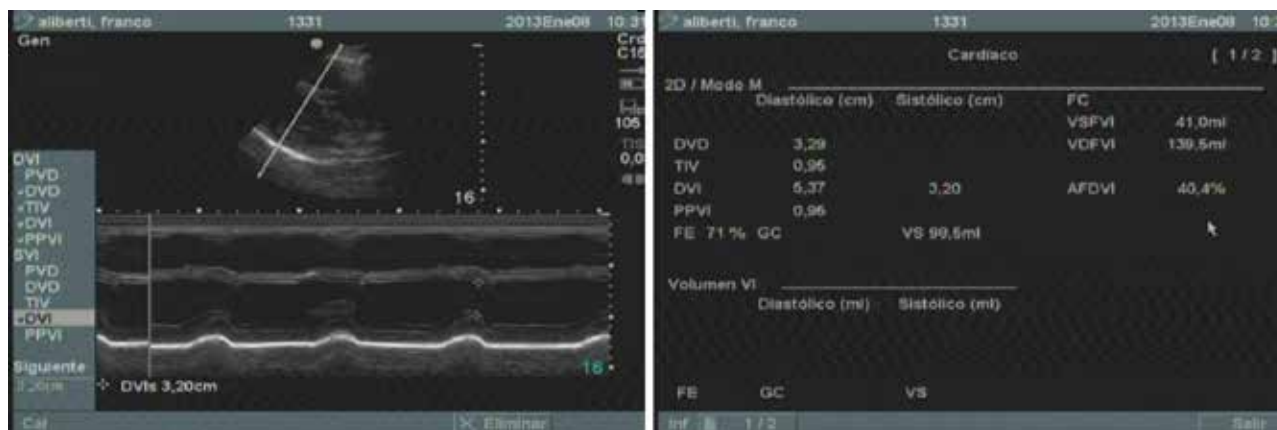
Ecocardiografía con dimensión diastólica del VD de 32.9 mm
